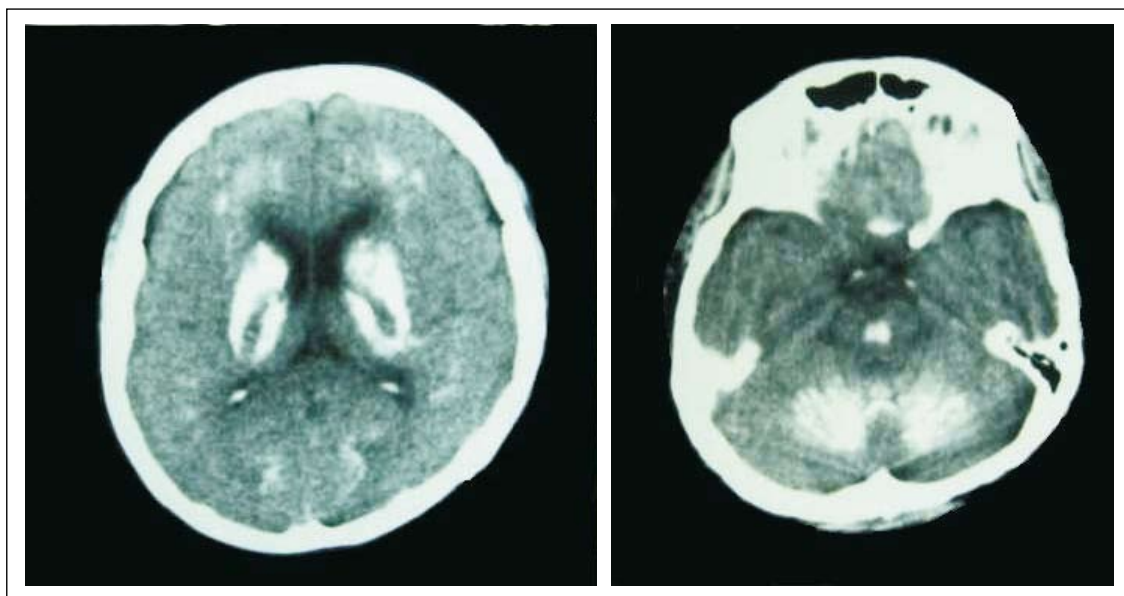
Tomografía cerebral sin contraste, donde se evidencia calcificaciones cerebrales múltiples.
